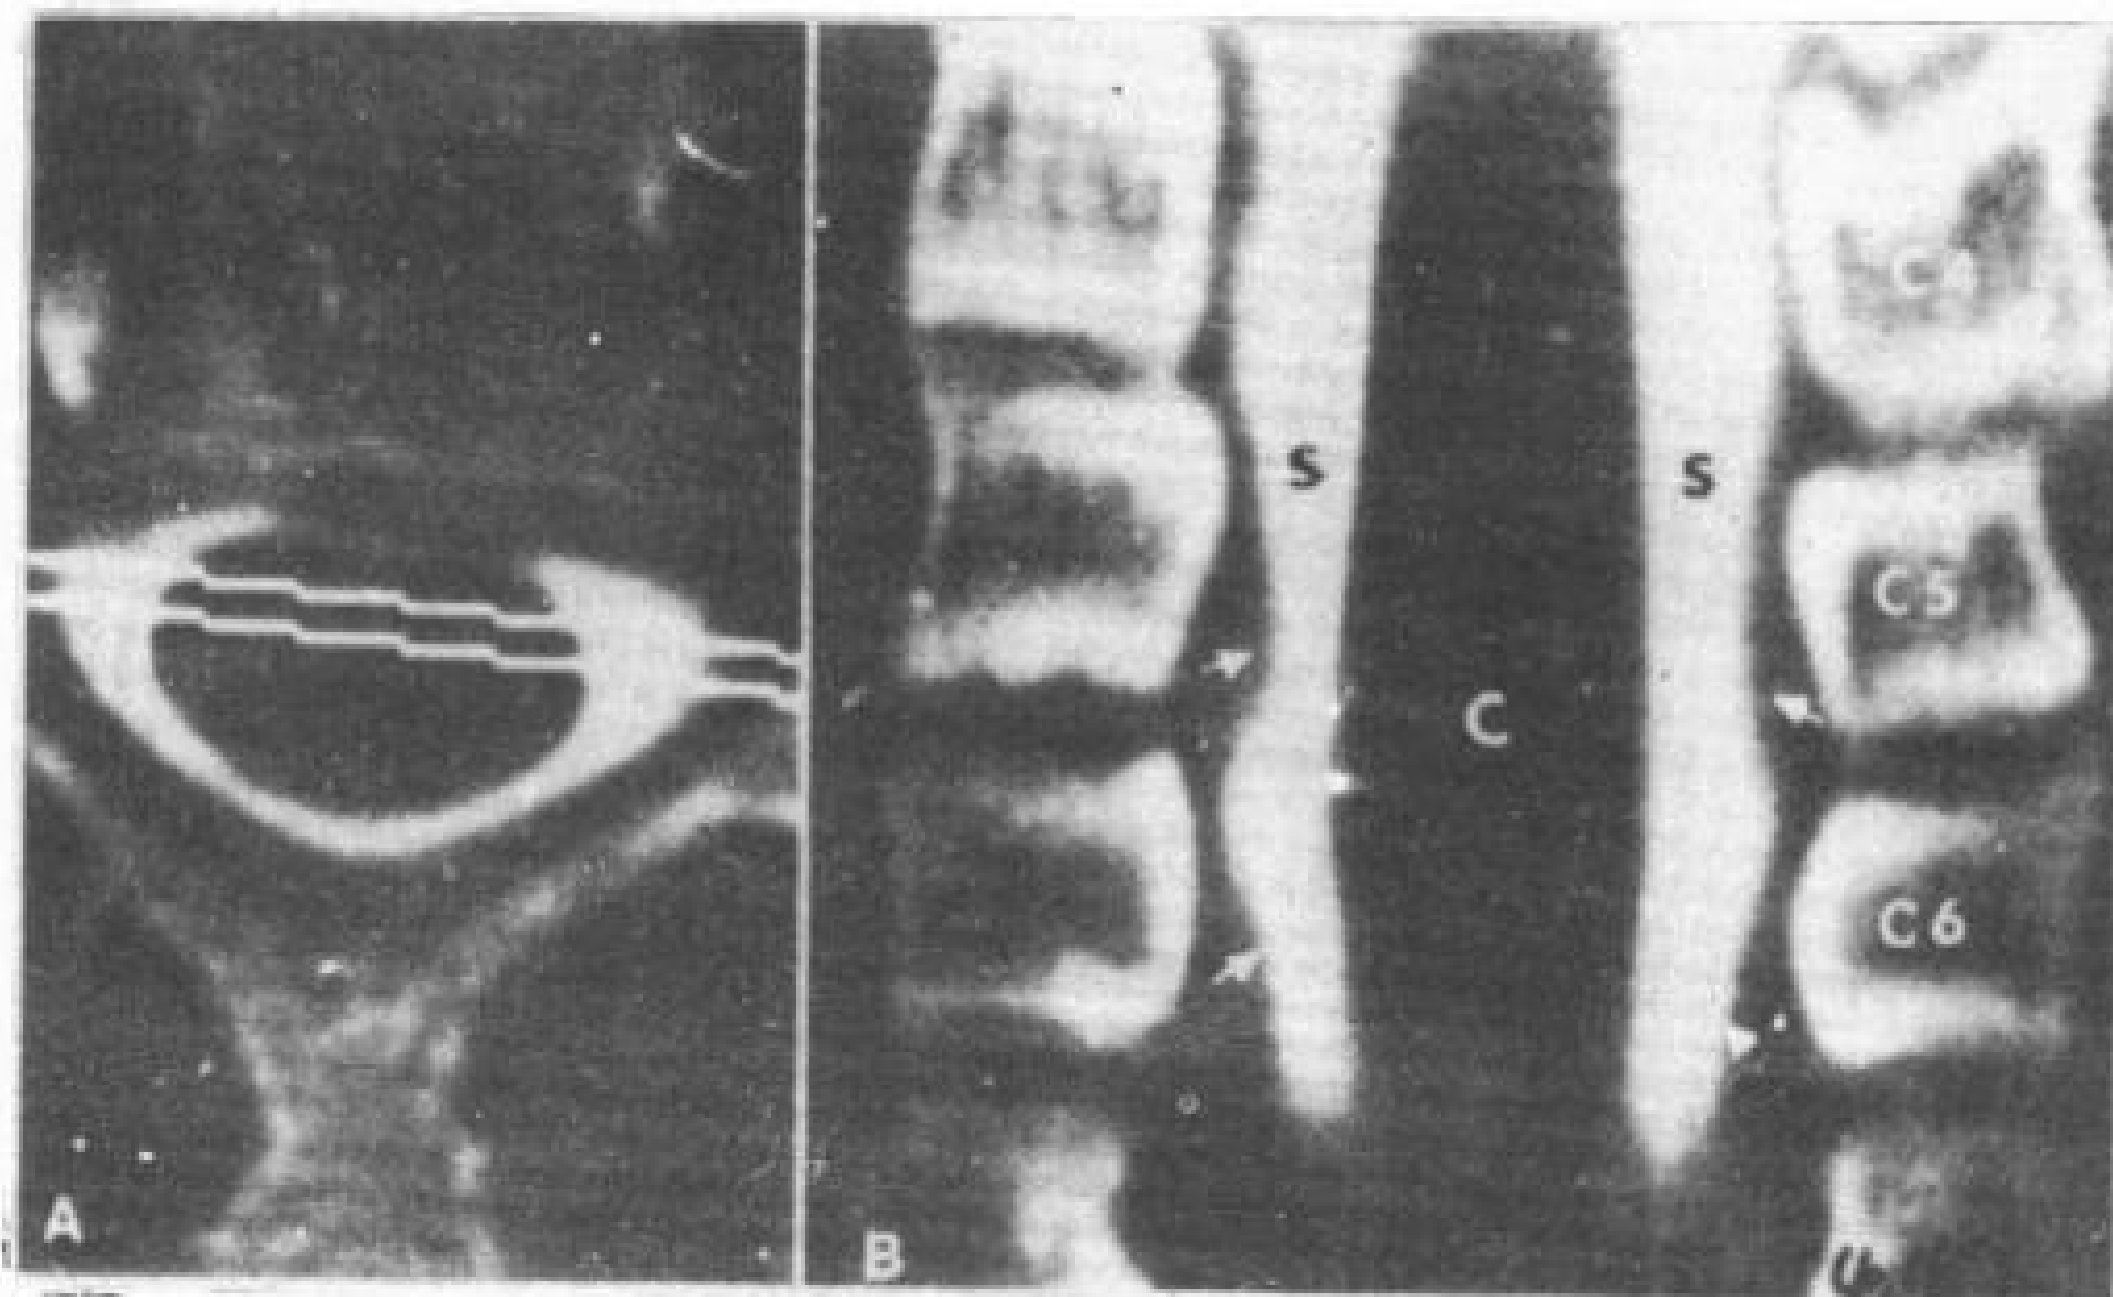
A. C<sub>5</sub>—C<sub>6</sub> 平面 CT 横断象。白线为冠状面象重建的位置。
